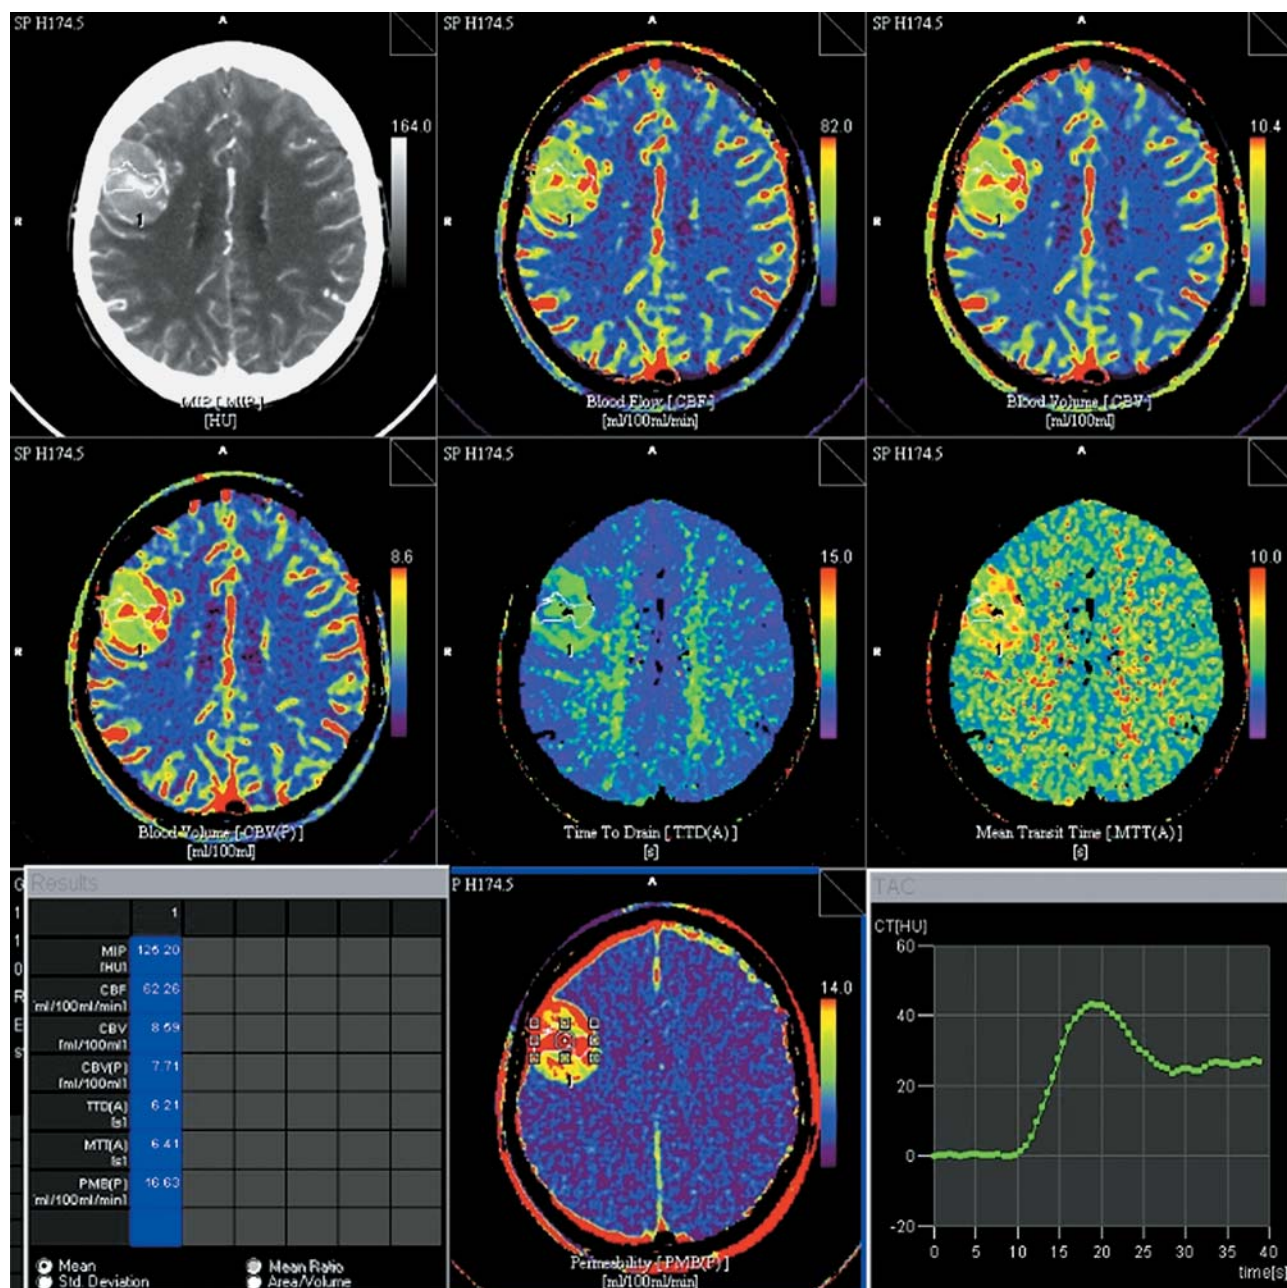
Пациент 55 лет. Диагноз: метастаз меланомы. КТ-перфузия: образование в конвексительных отделах правой лобной области с высокими значениями перфузии – CBF 62,26 мл/100 мл/мин, CBV 8,59 мл/100 мл, MTT 6,41 с, PMB 6,63 мл/100 мл/мин.
